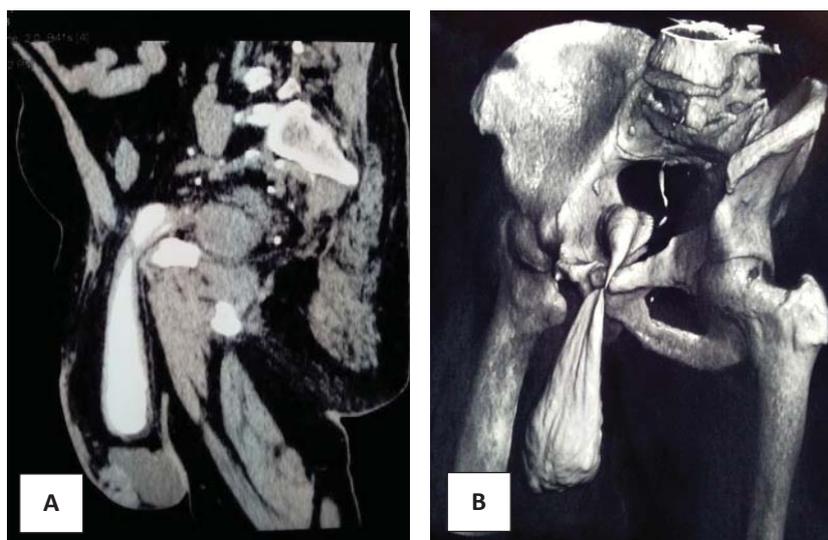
СКТ таза: А – сагиттальный срез; В – компьютерная реконструкция таза. Мочевой пузырь резко деформирован, часть его пролоббирована в грыжевой мешок пахово-мошоночной грыжи слева
